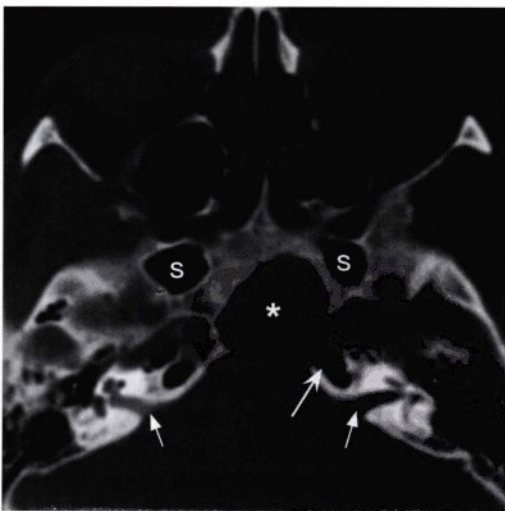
内听道(直箭头)层面的横断位CT图像,显示位于斜坡的具有圆滑边界的侵蚀性改变(星号)。右侧岩尖未被累及并呈部分气化表现。左侧岩尖被侵蚀并呈轻度膨胀外观(凹箭头),符合斜坡被侵蚀的病程变化。可见外侧蝶骨隐窝(S)气化表现。
